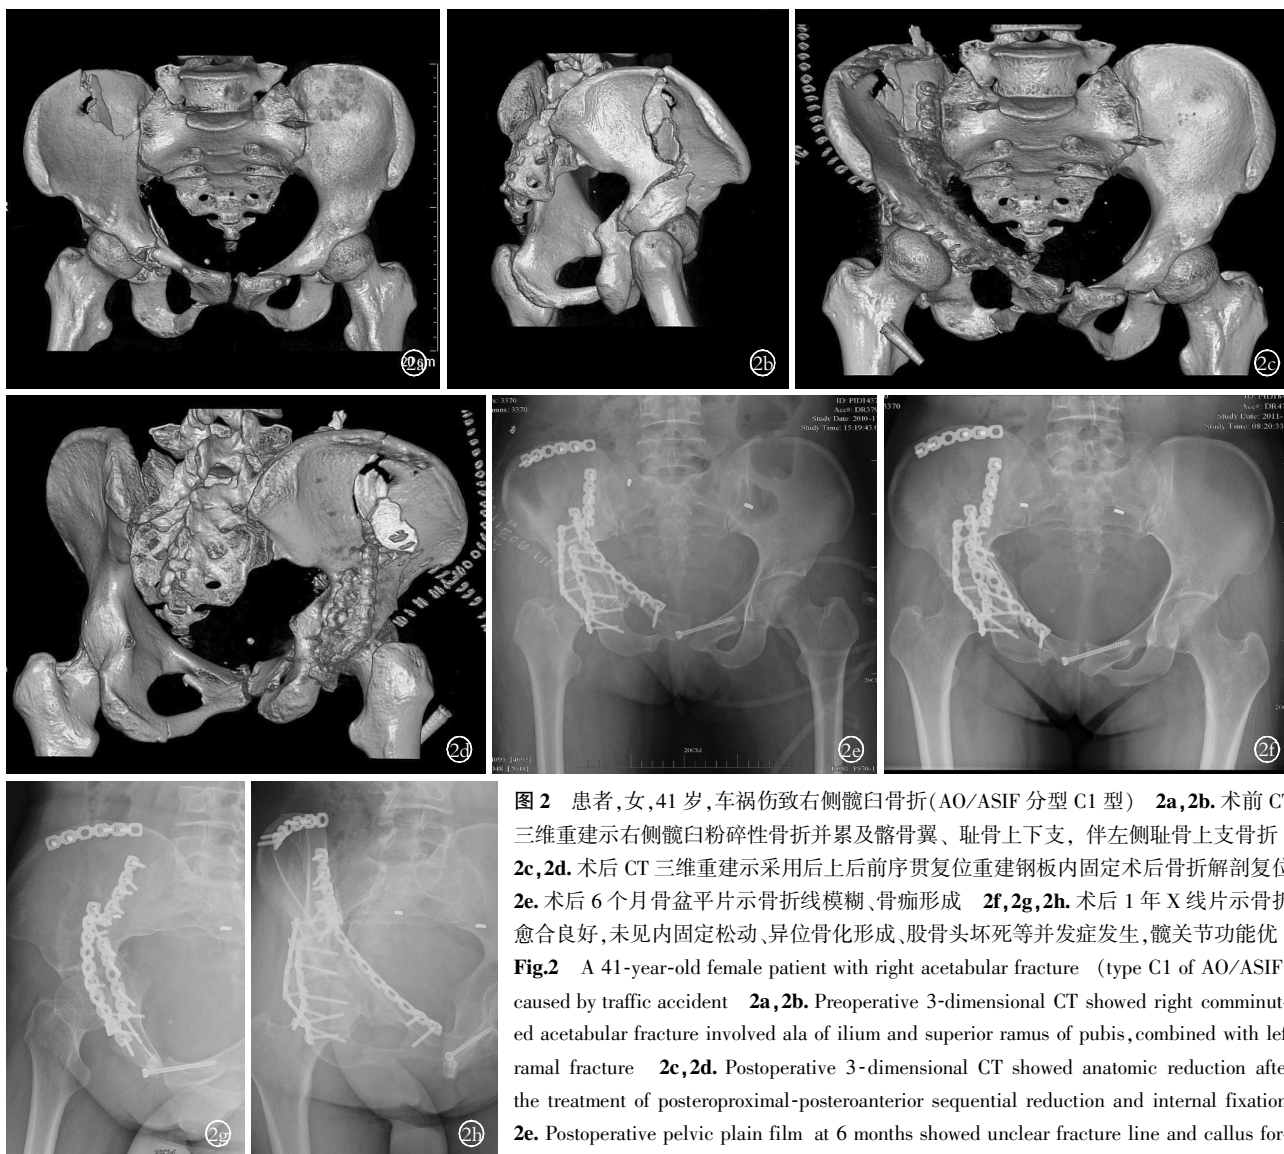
患者,女,41岁,车祸伤致右侧髋臼骨折(AO/ASIF分型C1型) 2a,2b.术前CT三维重建示右侧髋臼粉碎性骨折并累及髂骨翼、耻骨上下支,伴左侧耻骨上支骨折 2c,2d.术后CT三维重建示采用后上后前序贯复位重建钢板内固定术后骨折解剖复位 2e.术后6个月骨盆平片示骨折线模糊、骨痂形成 2f,2g,2h.术后1年X线片示骨折愈合良好,未见内固定松动、异位骨化形成、股骨头坏死等并发症发生,髋关节功能优
